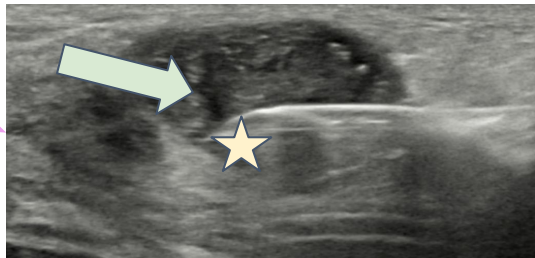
Ejemplo de BAG guiada por ecografía, con punta de la aguja (estrella) en el interior de fibroadenoma (flecha).
